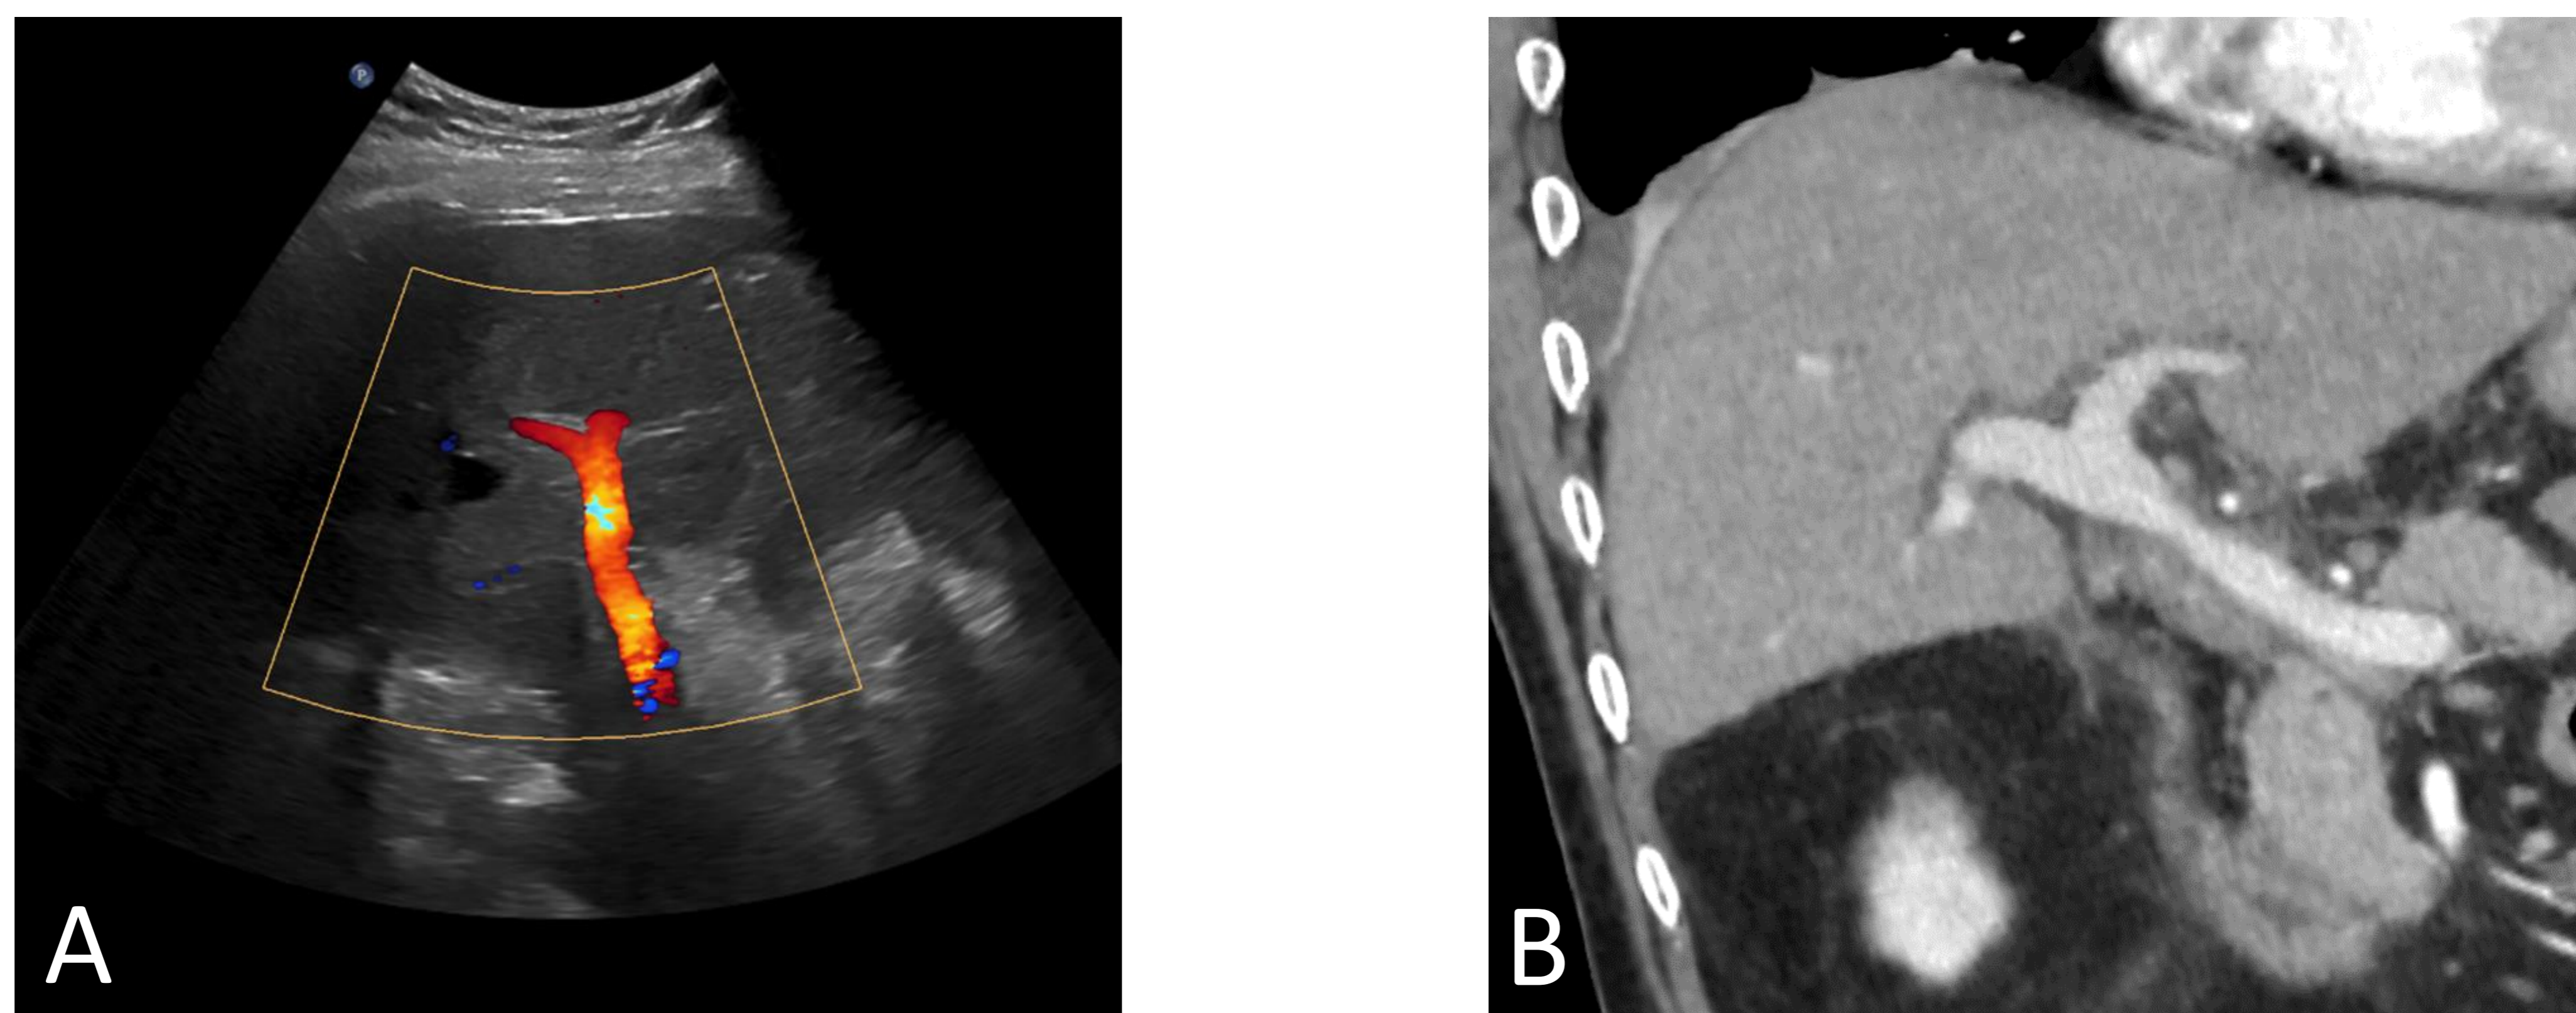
Anastomosis portal en ecografía Doppler (A) y TC con contraste IV (B, reconstrucción coronal en fase portal)
